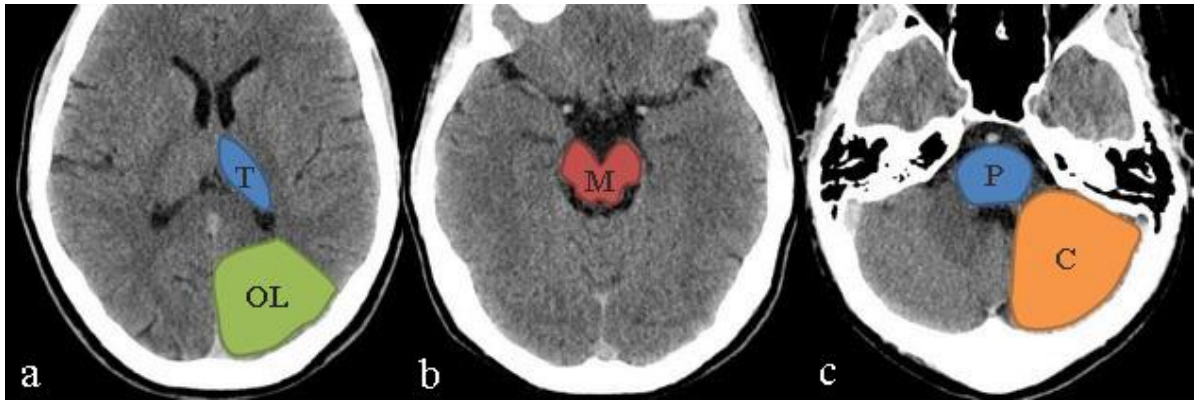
Распределение областей, которые кровоснабжает вертебро-базилярная артериальная система при оценке по шкале pc-ASPECTS. а. срез на уровне таламуса, б. срез на уровне среднего мозга, с. срез на уровне моста. Примечания: Т: таламус, OL: затылочная доля, М: средний мозг, Р: мост, С: мозжечок.
